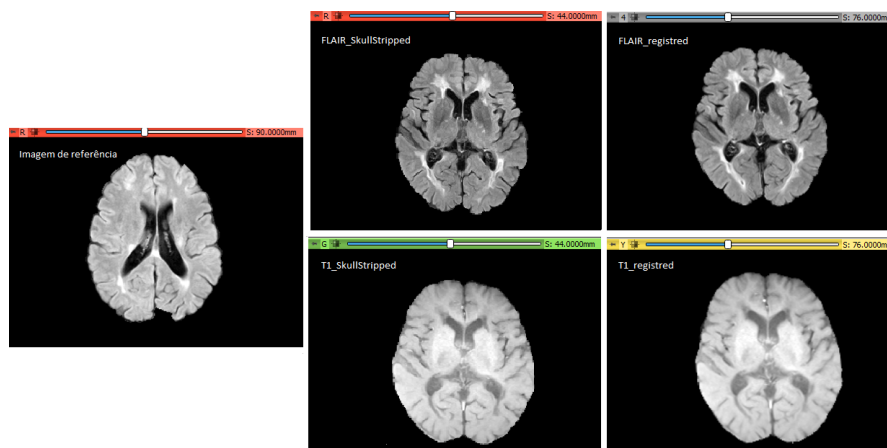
Comparação entre cortes das imagens FLAIR e T1. O primeiro ícone é uma fatia da imagem referência, enquanto os outros representam o antes e depois da operação de alinhamento da imagem móvel.
